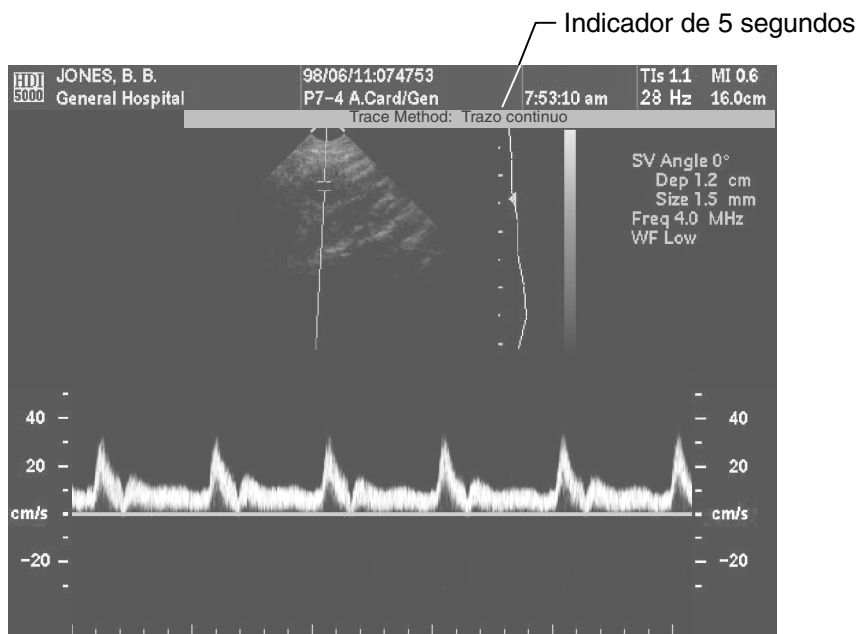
Método de área Doppler: Indicador de 5 segundos
